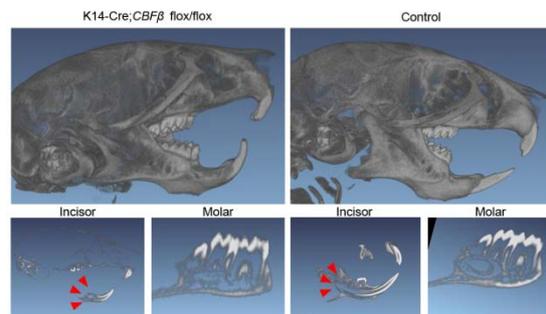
Cbfb 変異マウスのマイクロ CT 所見
